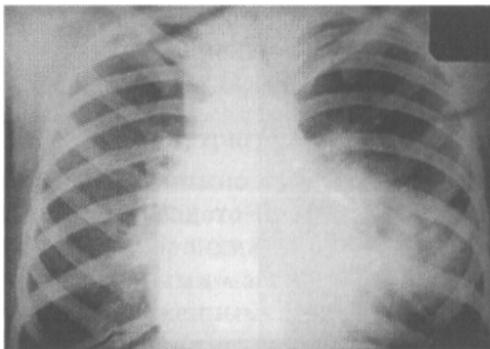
Инфильтративный бронхоаденит. На обзорной рентгенограмме тень корня расширена, наружный контур ее размыт, структура смазана, интенсивность повышена
